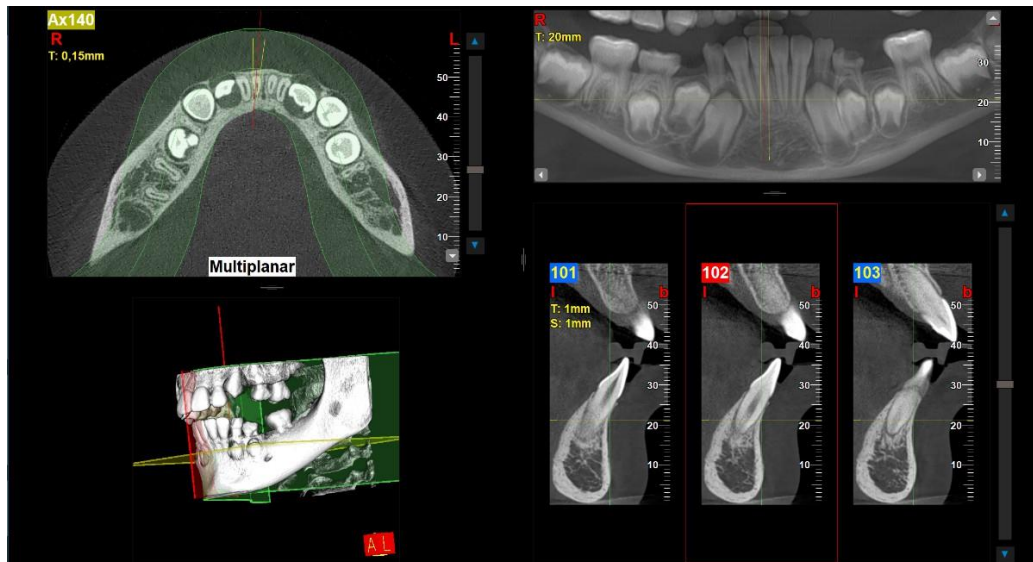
Tomografía computarizada del paciente. Fuente: Los autores.
